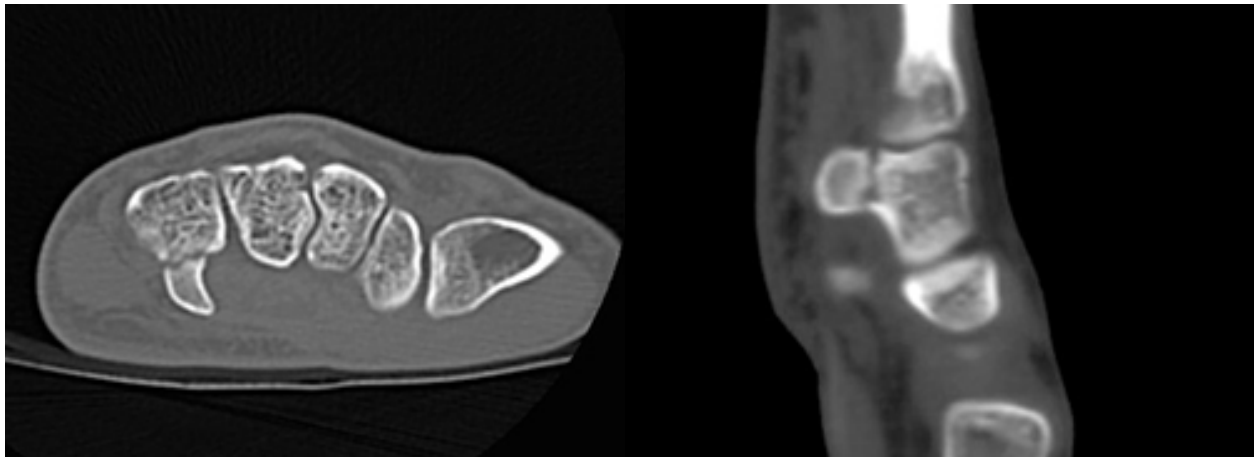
Imagen de TAC de una fractura del gancho del ganchoso en un corte axial y un corte sagital
